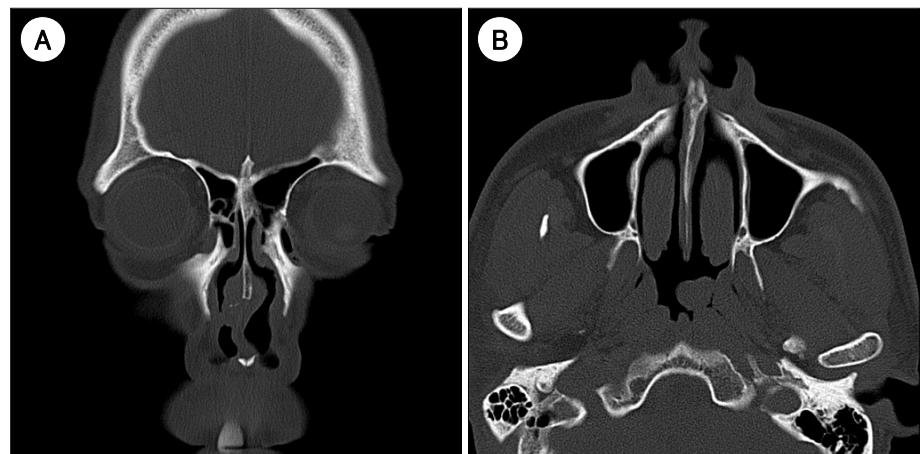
Preoperative CT findings. In coronal view, abnormal soft tissue density is seen at the anterior one third of the right nasal septum (A). In axial view, a well circumscribed, protruding and lobulated soft tissue mass is noted at the left posterolateral nasopharyngeal wall (B).
